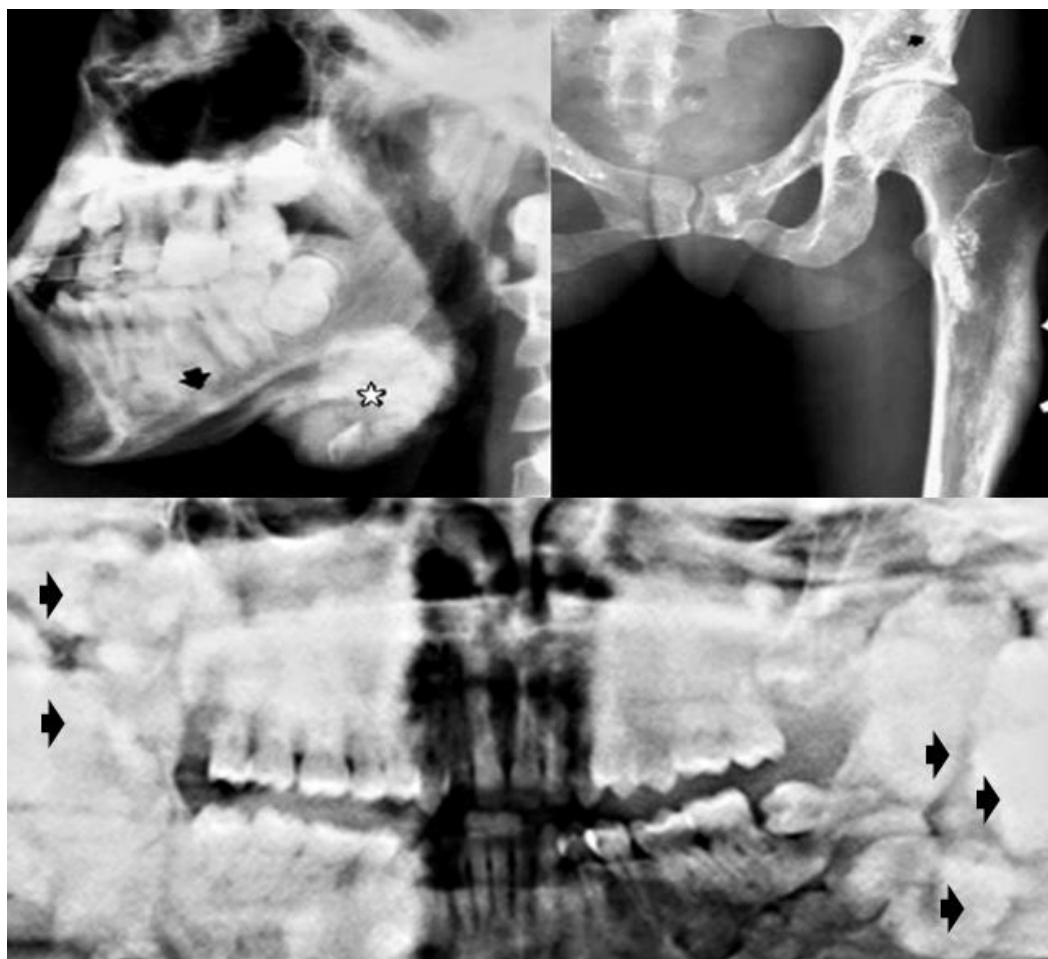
Синдром Гарднера. Рентгенограми щелепи і кісток тазу у бічній і прямій проекціях та ортопантомограма одного хворого – визначаються множинні компактні остеоми кісток (стрілки) і м'яких тканин (зірочка).
